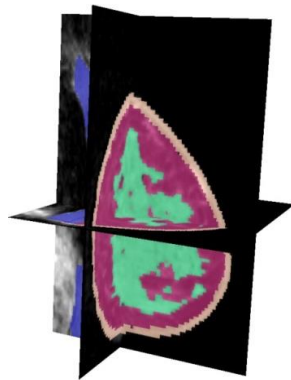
Classification semi-automatique des données d'IRM : structure glandulaire (vert), structure adipeuse (violet) et structure peau (rose).
